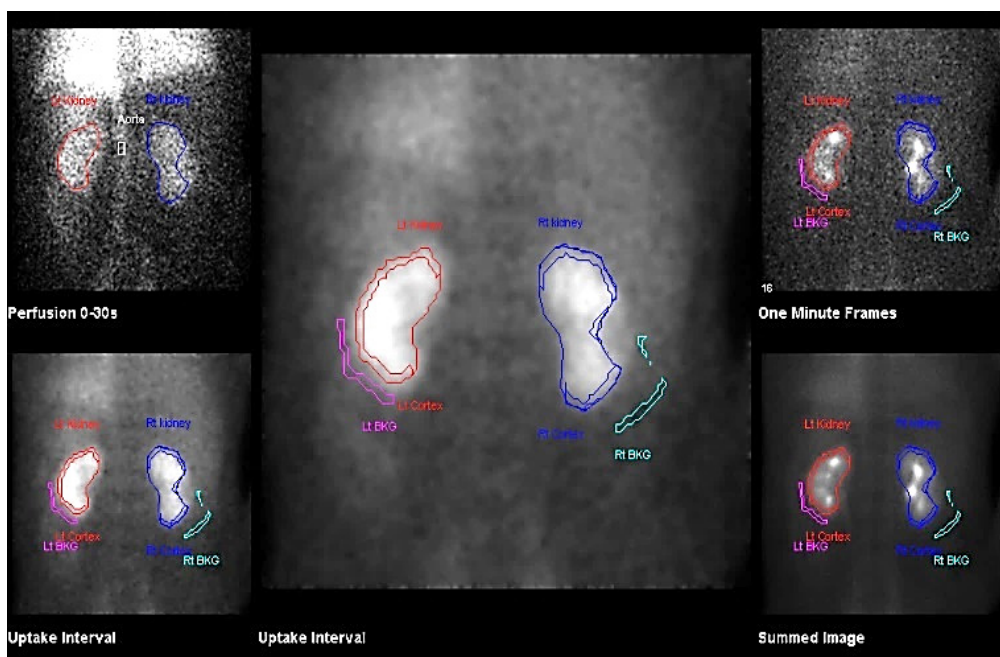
Динамическая нефросцинтиграмма
